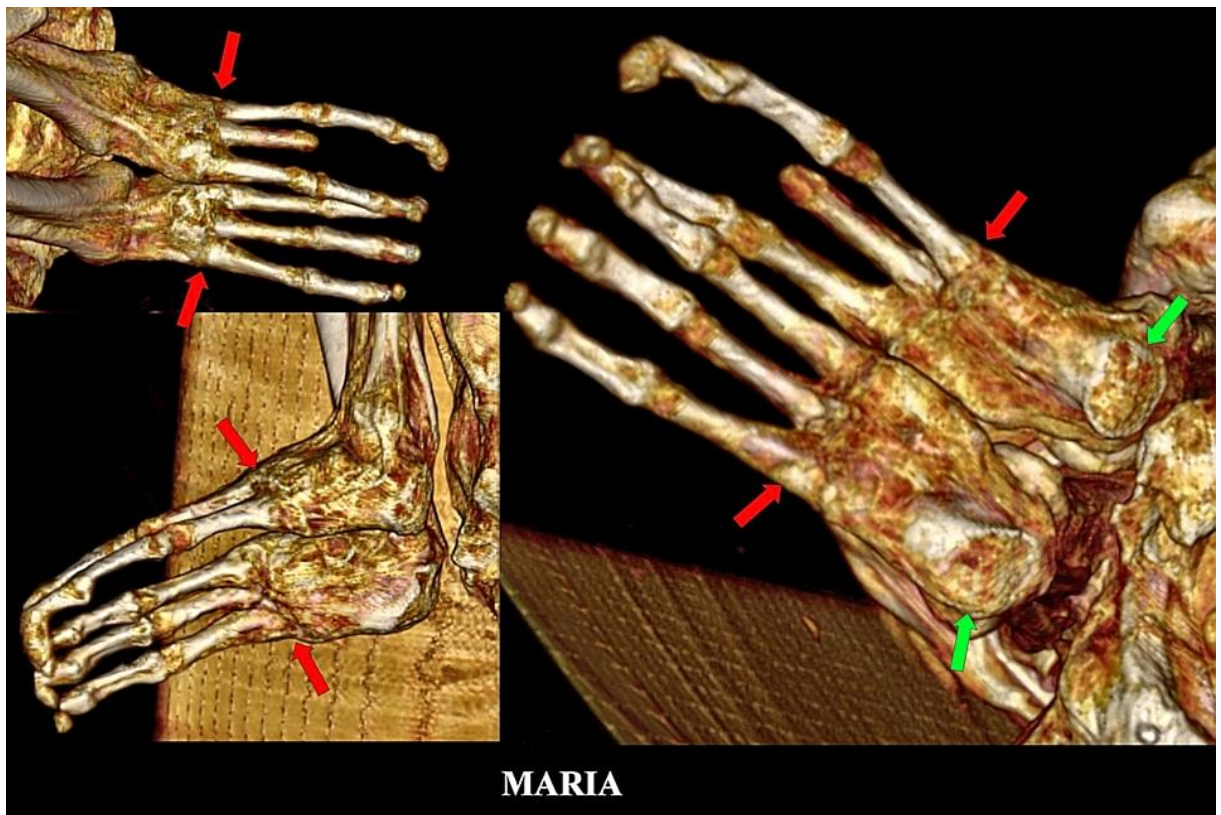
Reconstrucción volumétrica 3D de TC de pies tridáctilos. Nótese las articulaciones bien alineadas e intactas entre los huesos tarsianos y los dedos (flechas rojas). Se puede observar una superficie bastante plana con corteza delgada (flechas verdes) en las partes posteriores de ambos calcáneos, sospechosa de truncamiento de los huesos.
